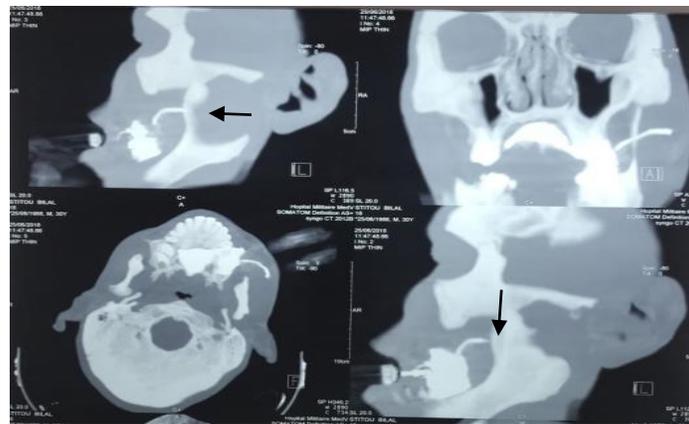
Interruption du produit de contraste suite à une section du canal parotidien à la Sialo-TDM
